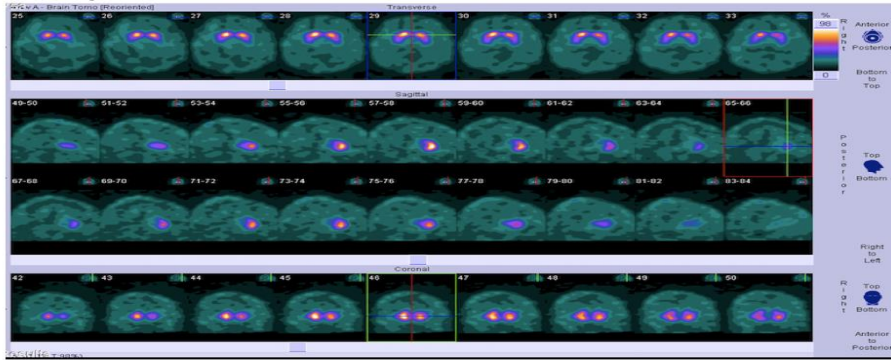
Τομογραφία DaTSCAN – SPECT θηλυκού ατόμου 70 χρονών. Η κινητικότητα των κερκοφόρων πυρήνων του ραβδωτού σώματος του εν προκειμένου πάσχοντος
